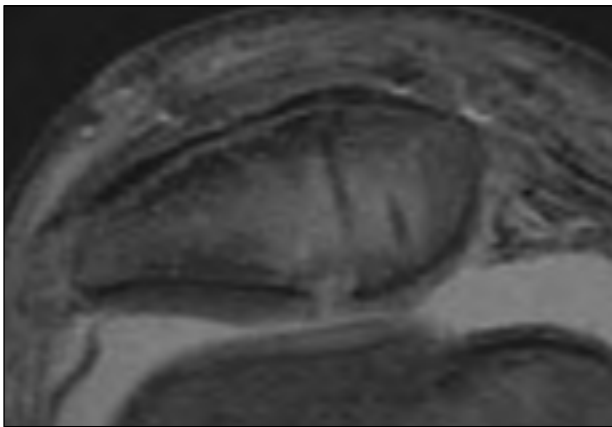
RMN secuencia para cartilago. Control alejado
